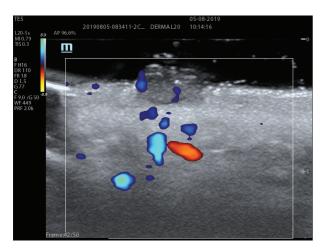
Carcinoma basocelular. Doppler Color.
